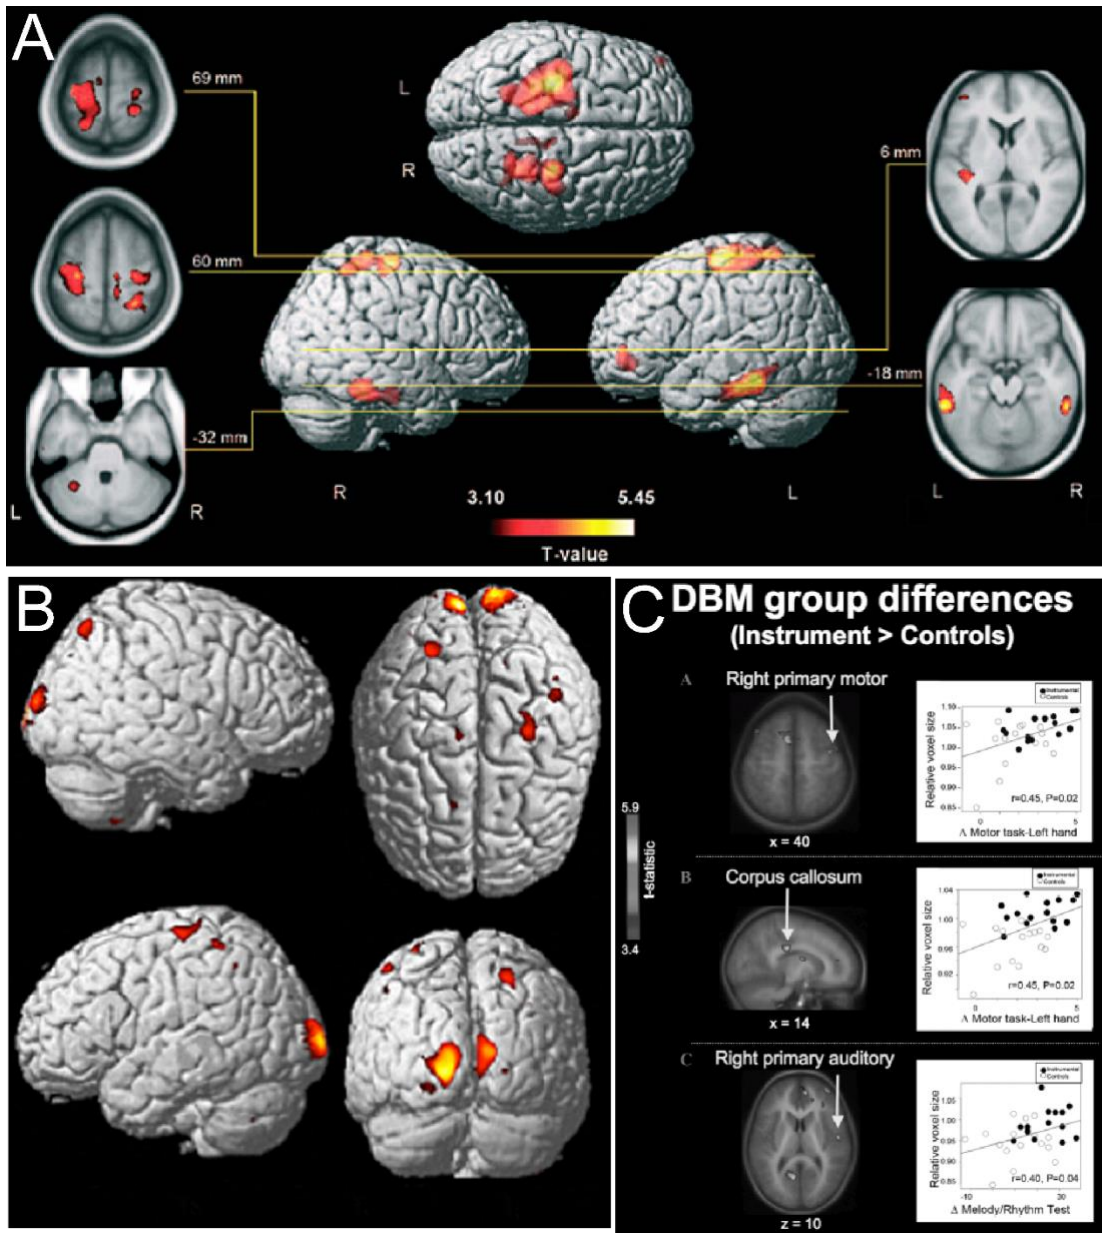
Alteraciones anatómicas en cerebros de diferentes grupos de estudios al emplear entrenamiento musical. A. Imagen de resonancia magnética representando la disimilitud existente entre el volumen de materia gris en áreas visuoespaciales, auditivas y motoras de músicos profesionales y aficionados, siendo mayor en los primeros. B. Neuroimagen demostrando el incremento de volumen en materia gris en la corteza sensoriomotora y lóbulo occipital bilateral, que muestran los niños que tocan instrumentos durante varios años respecto a los que no, y negando de esta forma la existencia innata de dichas alteraciones. C. Neuroimagen mostrando la diferencia en el área motora primaria derecha, cuerpo calloso y área auditiva primaria derecha, existente en niños que han realizado entrenamiento musical durante año y medio frente a los que no practicaron el entrenamiento. Adaptación a partir de (Soria Urios et al., 2011).
